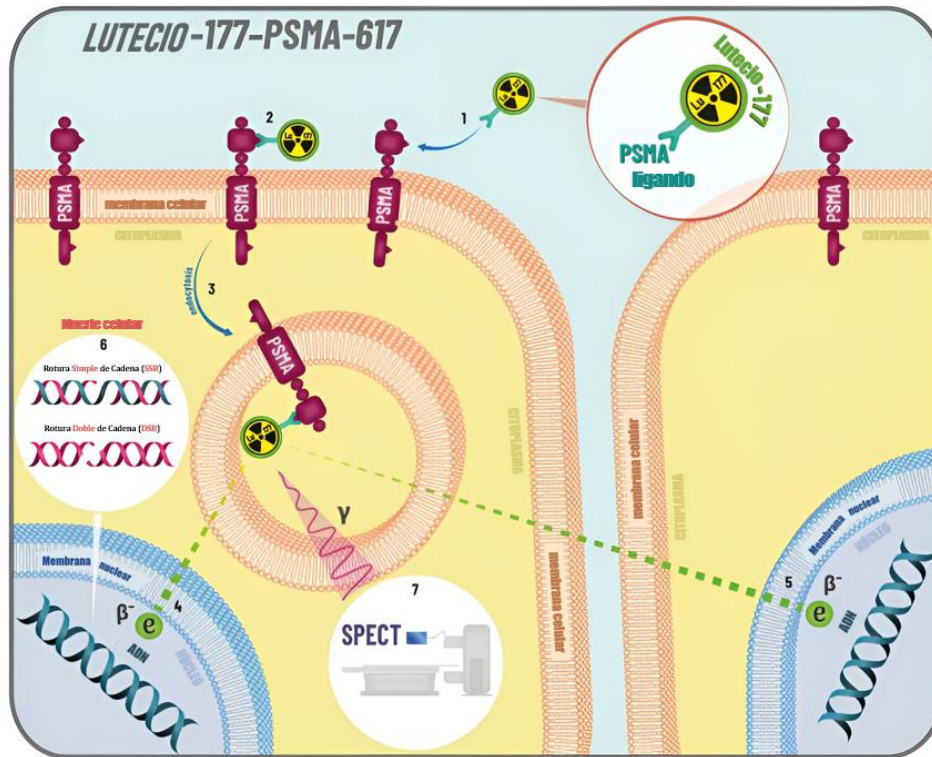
Mecanismo de acción del ^{177}Lu -PSMA [14]
